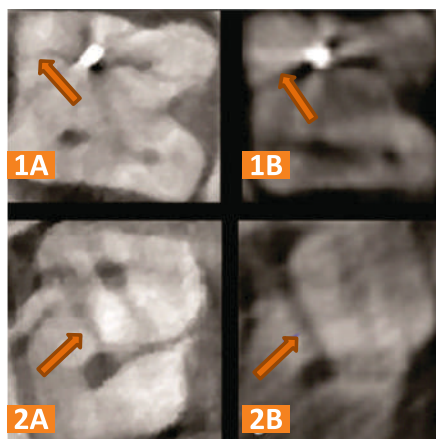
Ejemplo de un corte seccional axial mostrando una línea de fractura vertical (flecha anaranjada) en una raíz con RCR (fila 1) y en una raíz sin RCR (fila 2). A y B son diferentes sistemas de CBCT.
